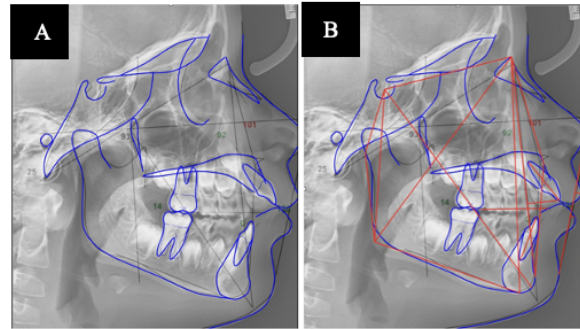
A. Radiografía lateral de cráneo localización de estructuras
